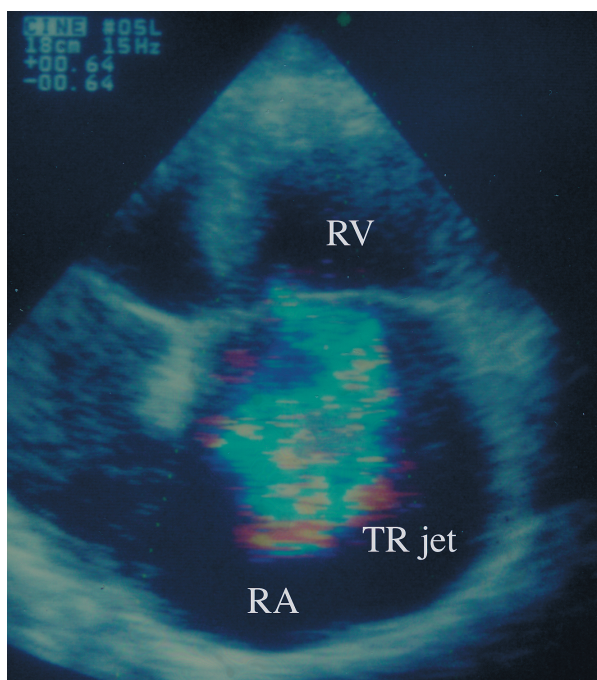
症例 1 の術前カラー Doppler 心エコー図
